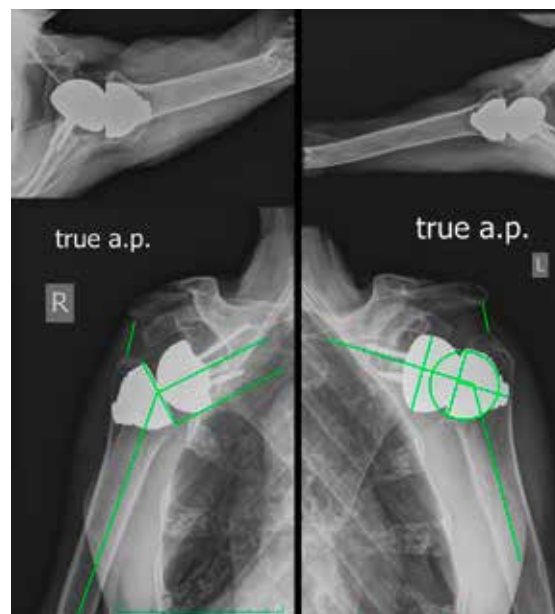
Röntgen S-TEP invers schafffrei Typ TESS®, NSA $136^\circ/124^\circ$, kein Notching (84-jährige Patientin, 7 Jahre bilaterale schafffreie inverse S-TEP mit Krückenbelastung)
